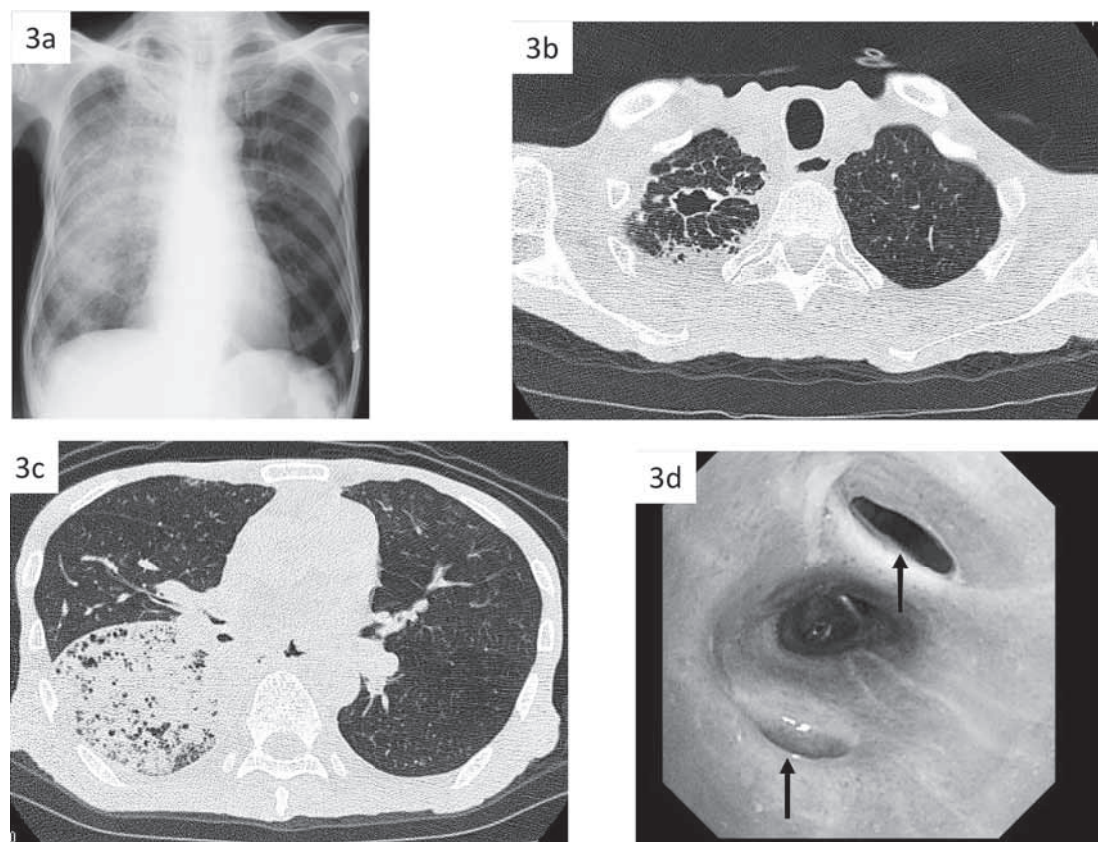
Chest X-ray (3a) showed pneumonia in the right lung fields. Chest CT showed cavitation of previous inflammatory tumor (3b) as well as aspiration pneumonia in the right lower lung fields adjacent esophago-bronchial fistulas (3c). The presence of esophago-bronchial fistulas (indicated by arrow; due to recurrent esophageal cancer and backward flow of digestive juice) was also confirmed by bronchoscopy (3d).
